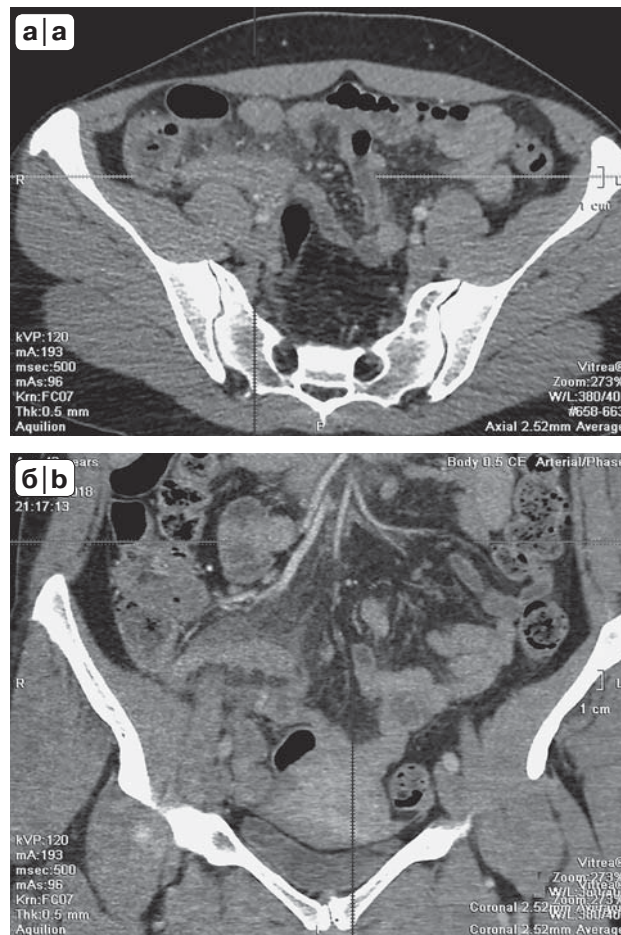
Компьютерные томограммы брюшной полости. а – аксиальная проекция: медиальнее купола слепой кишки визуализируется червеобразный отросток с циркулярно утолщенной стенкой, с нечеткими наружными контурами; б – коронарная проекция: выраженная инфильтрация прилежащей клетчатки (нельзя исключить минимальное количество выпота) и наличие рядом лимфатических узлов.
